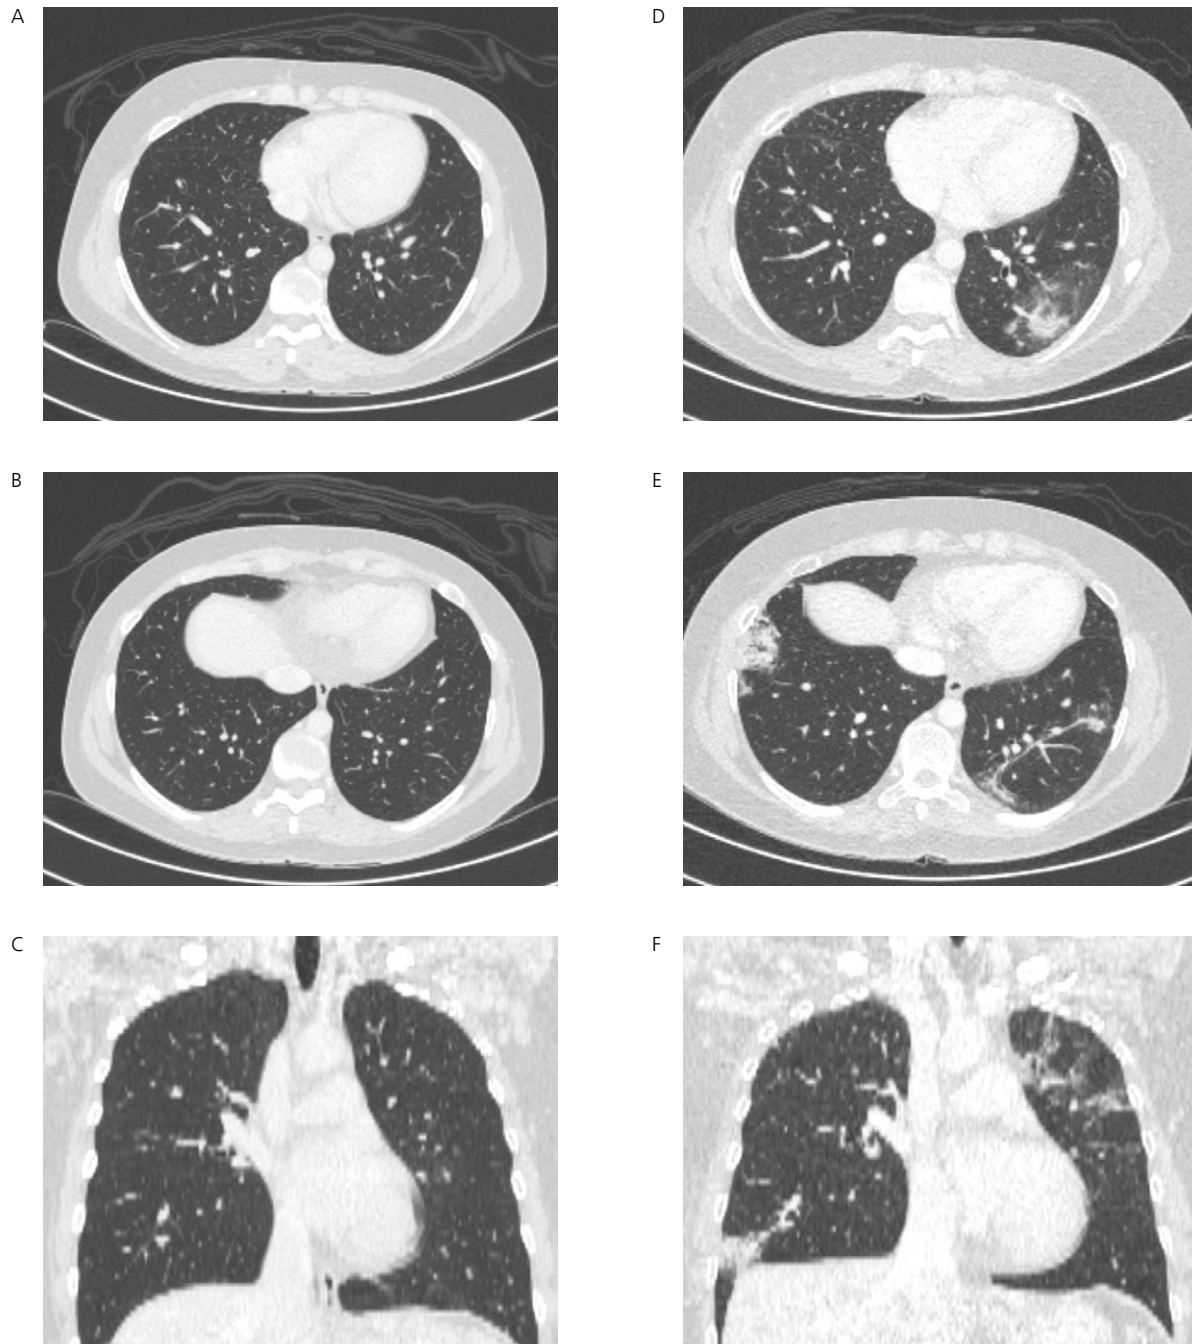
PET-CT-Aufnahme vor der Abemaciclib-Therapie (Felder A, B und C) und PET-CT-Aufnahme acht Monate nach Beginn der Abemaciclib-Therapie (Felder D, E und F) mit neuen bilateralen peripheren polymorphen Konsolidierungsbereichen.
